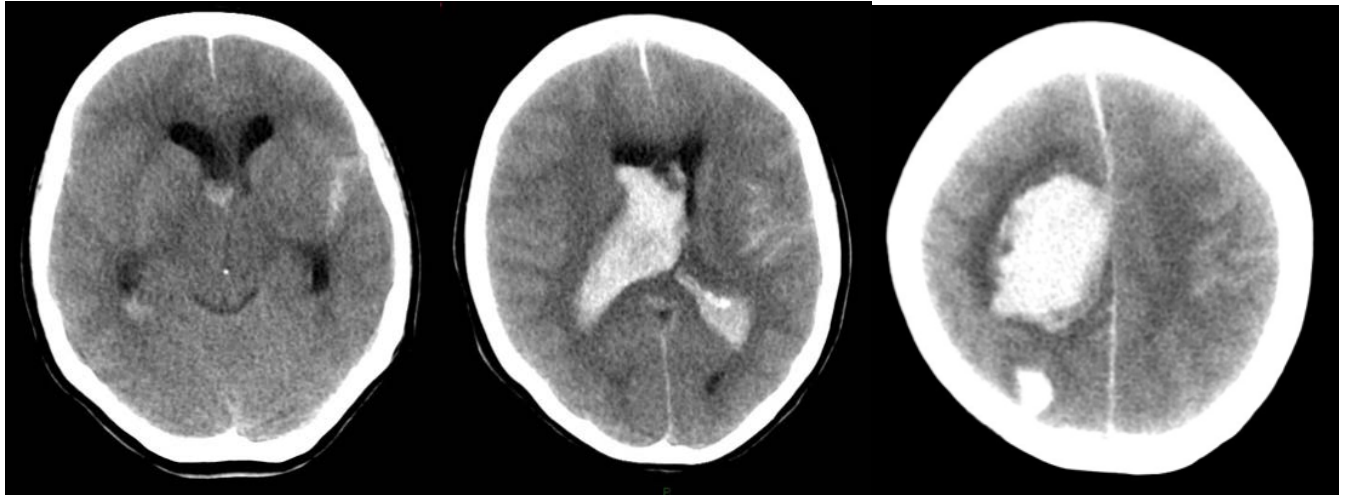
A y B. La Tomografía computarizada de cerebro simple (reveló múltiples hematomas bien definidos dentro del parénquima cerebral con edema circundante en (A) región temporal derecha), (B) lóbulo frontal izquierdo y (C) lóbulo parietal derecho.
